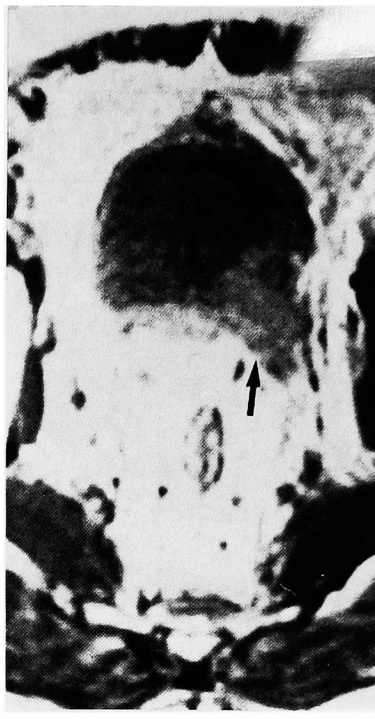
PD-WI of MRI of a case of Fig. 6. Tumor invasion into the perivesical fat is clear.
